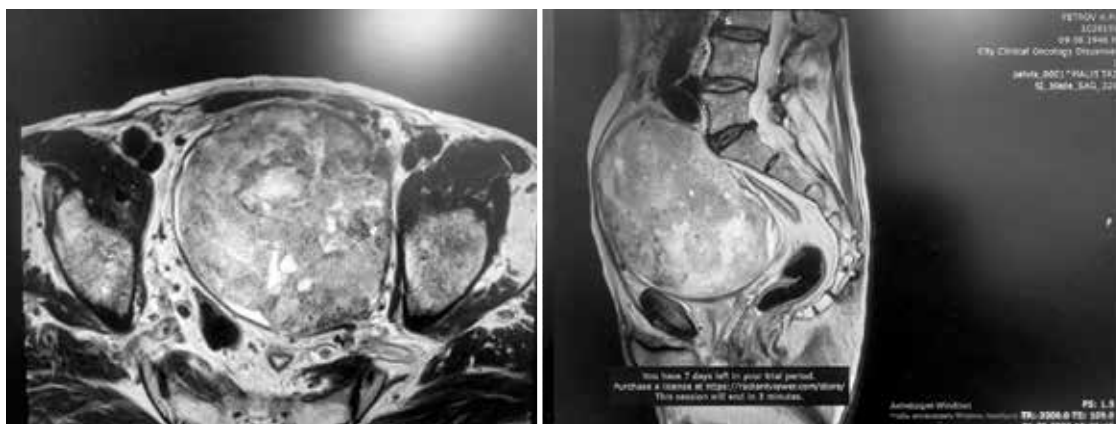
Результаты магнитно-резонансной томографии, демонстрирующие огромную опухоль мочевого пузыря с инвазией в околопузырную жировую клетчатку, классифицированную как T3N1M0
